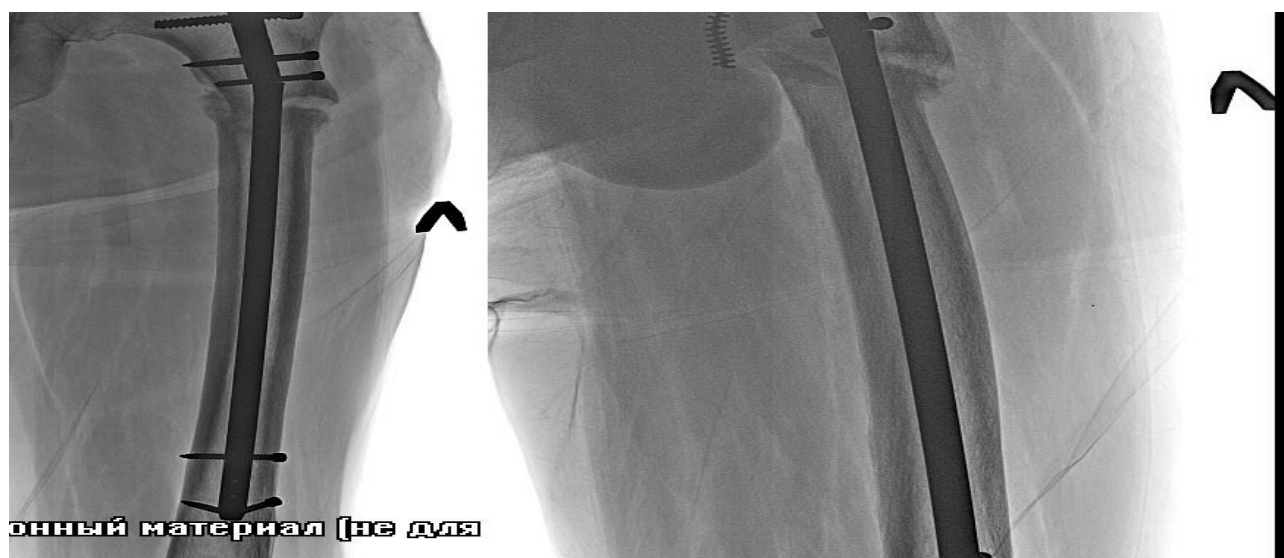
Рентгенограммы пациента С.: поломка интрамедуллярного штифта
